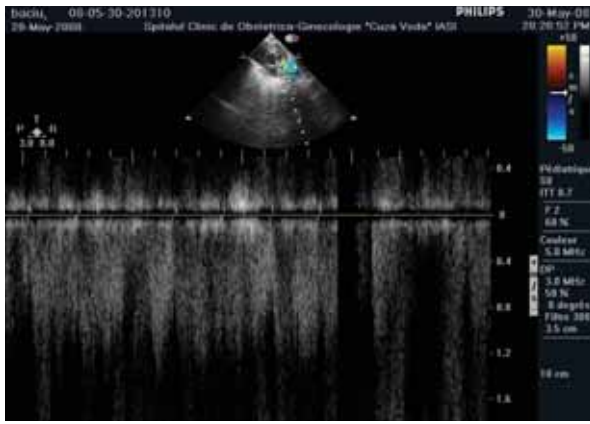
Echocardiografie parasternala transaortică: atrezie de VP și hipoplazie de trunchi al AP
